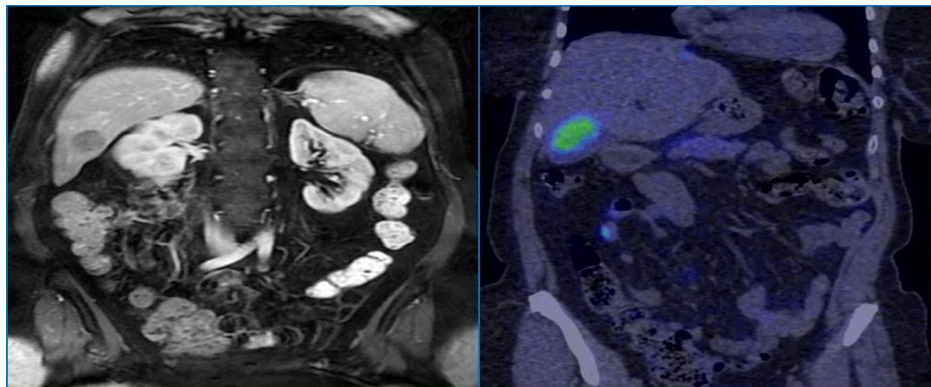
Lesione epatica al VI segmento, caratterizzata istologicamente come lesione secondaria da NET. La PET-TC con ⁶⁸Ga-DOTATOC permette di identificare il piccolo primitivo in sede ileale, non rilevabile con RM (freccia).
